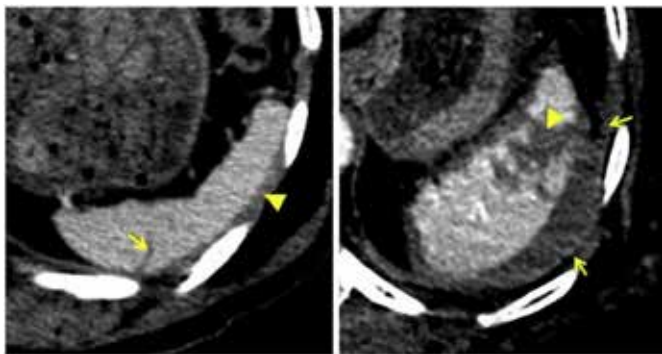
Trauma esplênico contuso com laceração. Imagens de tomografia computadorizada<sup>4</sup>.
